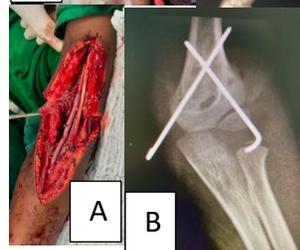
Imagens referente ao intra-operatório. A, anastomose da artéria braquial utilizando a veia safena. B, Radiografia com osteossíntese de fratura de úmero distal com dois fios K cruzados.
